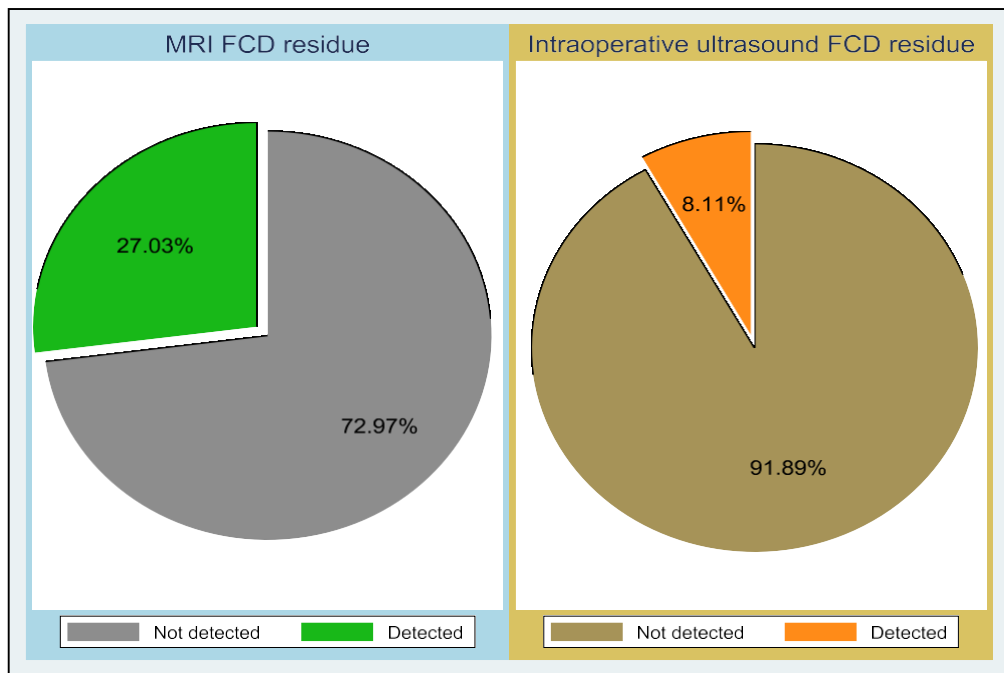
Процент определения оставшейся части ФКД при помощи МРТ и иУЗИ
